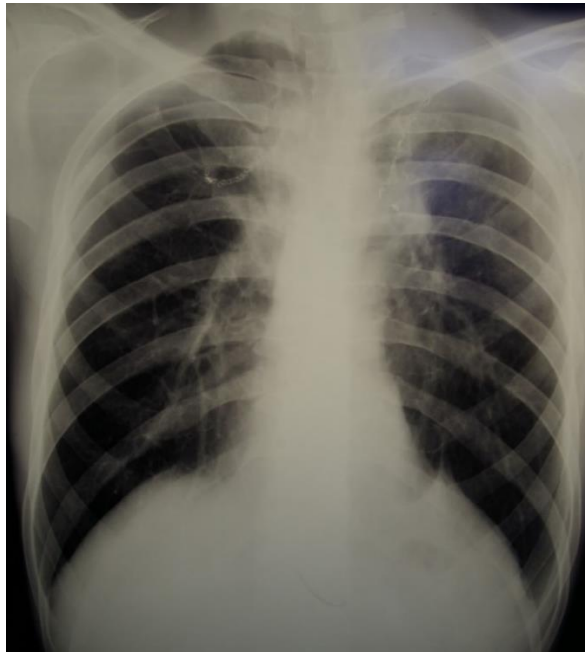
Обзорная рентгенограмма пациента Б. после заключительного этапа хирургического лечения. Объем плевральной полости с обеих сторон уменьшен за счет торакопластики
